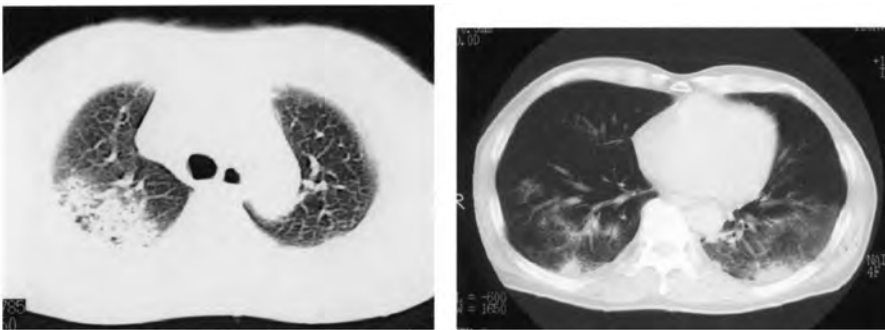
Варіанти КТ-змін при легіонельозній пневмонії.
